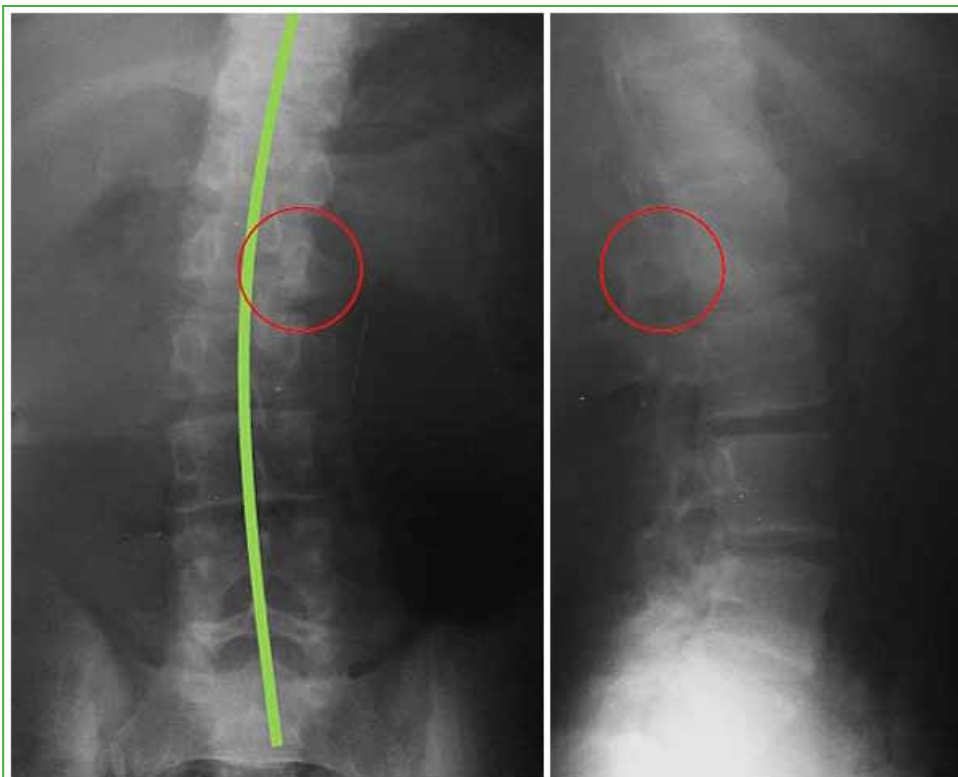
Radiografías de columna lumbar, de frente y de perfil. Obsérvense la escoliosis antálgica en el plano coronal y la esclerosiis focal en el pedículo izquierdo de L1.
